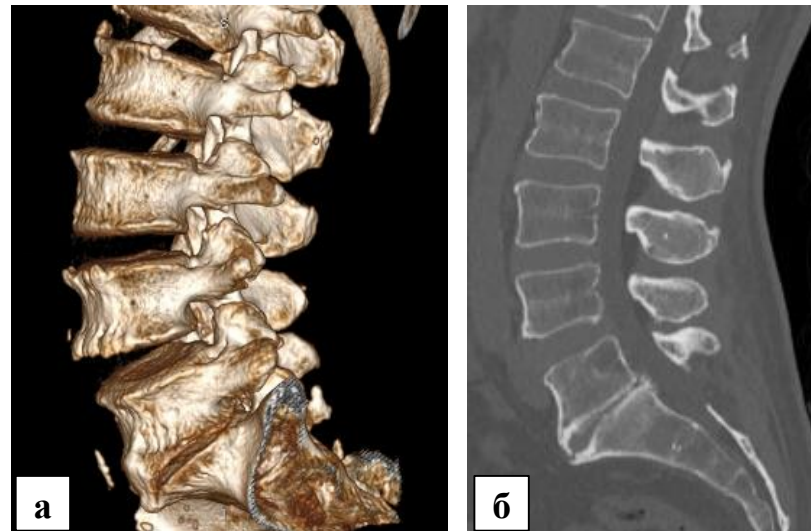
Клинический пример, пациент Н., 45 лет; а – 3D-реконструкция поясничного отдела позвоночника: верифицируются компенсаторные спондилёзные изменения, снижение высоты межтелового промежутка; б – сагиттальная МСКТ-грамма поясничного отдела позвоночника
